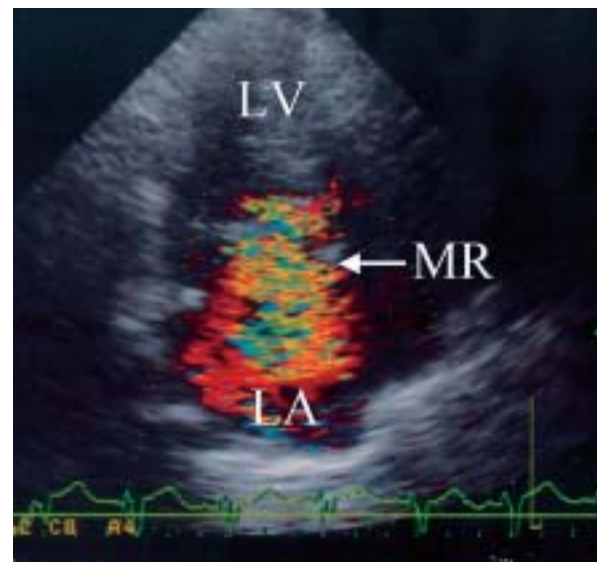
Echocardiogram showing massive mitral regurgitation(arrow)
